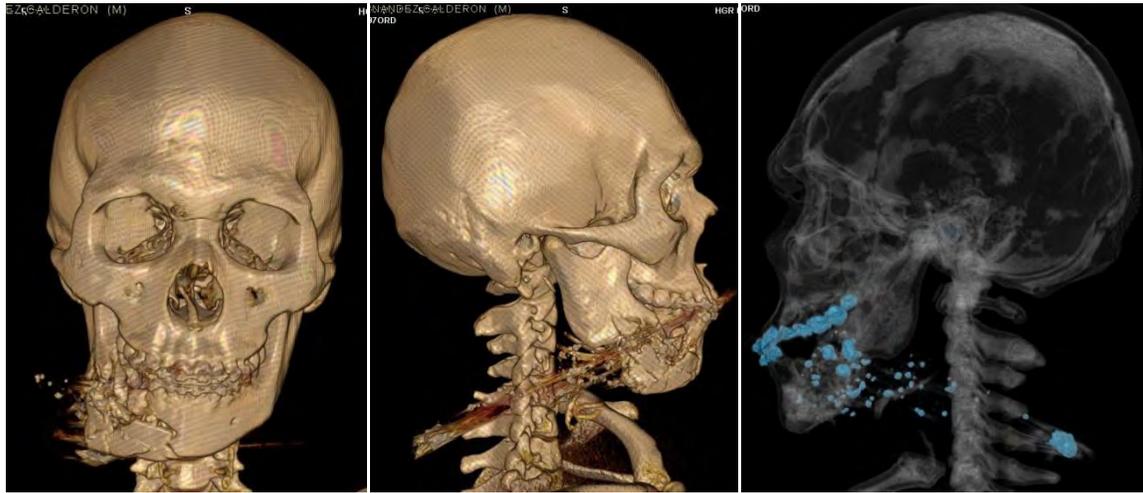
Tomografía prequirúrgica donde se observa la fractura del cuerpo mandibular y parasinfisaria derecha, esquirlas de hueso y la bala alojada en la parte posterior del cuello.
